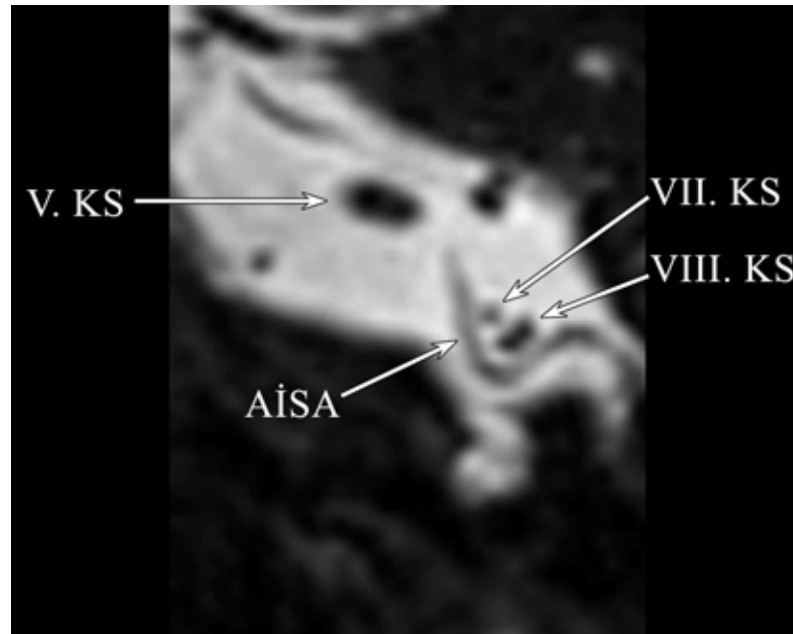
Kulağın T2A DRIVE sekansı ile elde edilmiş koronal MRG görüntüsü.
